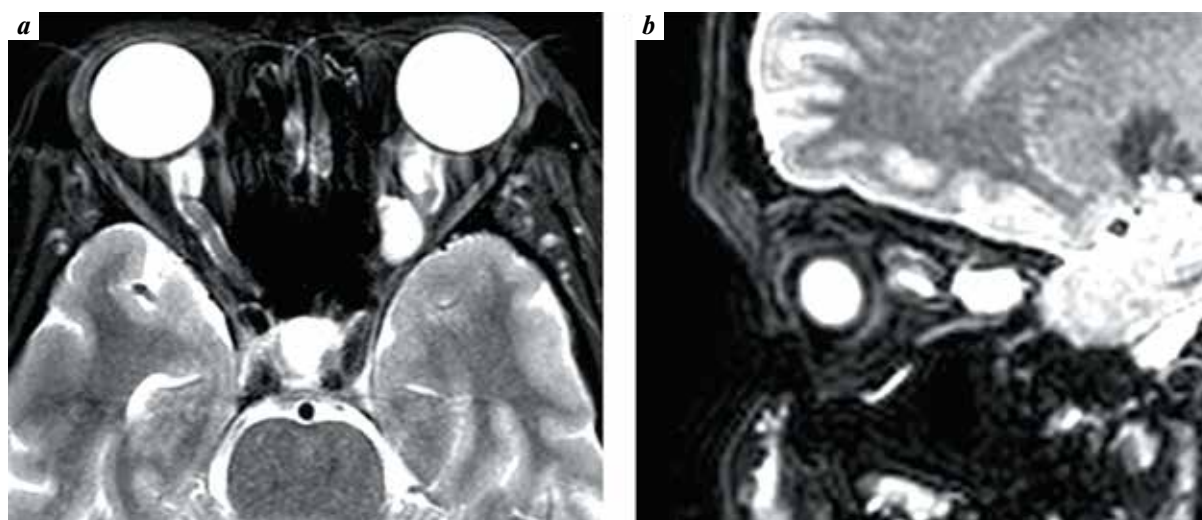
Cavernous hemangioma of the apex of the left orbit in patient S. Preoperative T2-weighted magnetic resonance imaging: a – axial view; b – sagittal view
